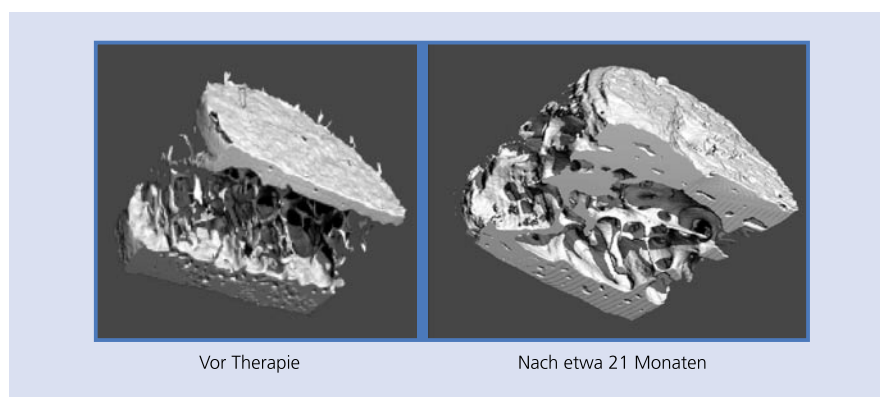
Dreidimensionale Mikro-CT zweier Beckenkamm-Biopsate derselben Studienteilnehmerin vor und nach Therapie mit 20 µg Teriparatid täglich über 21 Monate (Auszug von B3D-MC-GHAC, UCSF, Jiang)
